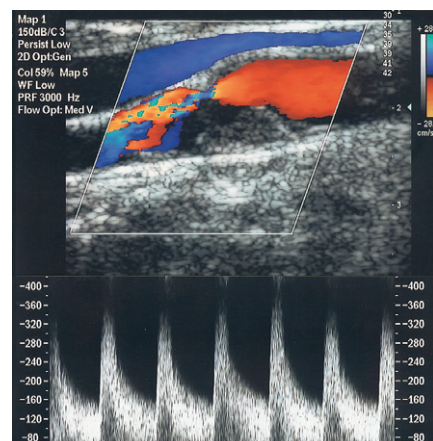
Dieses Beispiel eines Ultraschallbildes der A. carotis demonstriert, wie B-Bildtechnik, Farb- und Spektraldopplersonographie zur Untersuchung von Stenosen eingesetzt werden können.
